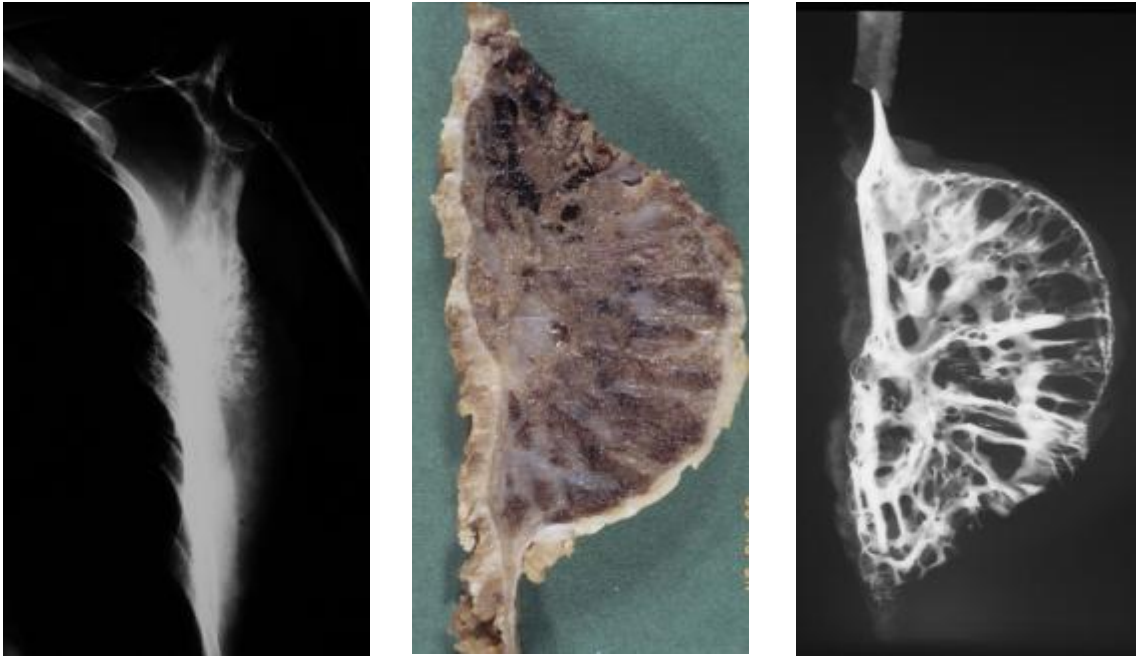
kavernös-kapilläres Hämangiom (M.-Nr.: 89/4004, links: Röntgenbild, mitte: Makrophotographie, rechts: Kontaktradiographie)
